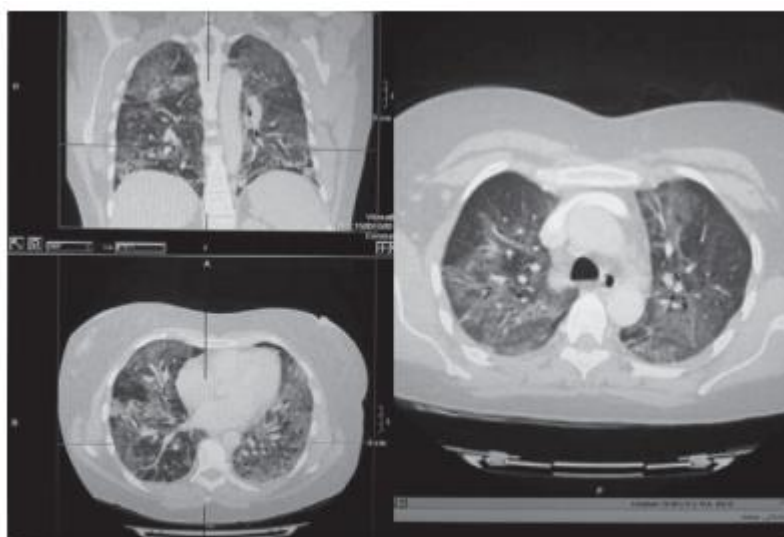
КТ ОГК пациентки С. от 13.08.2014 г. (до проведения терапии).
